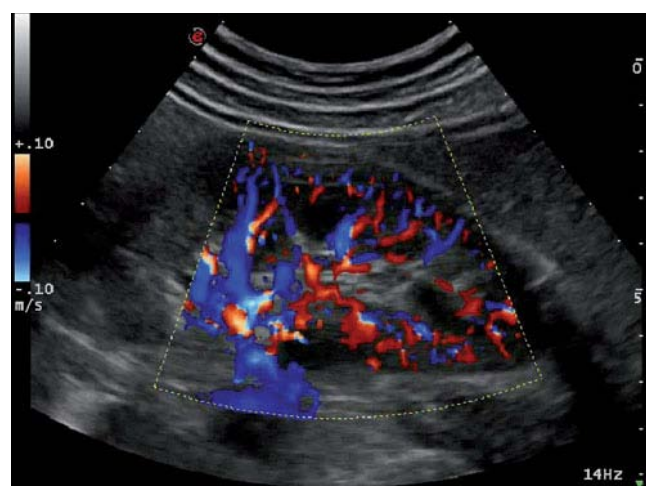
Vascularisation rénale au doppler
